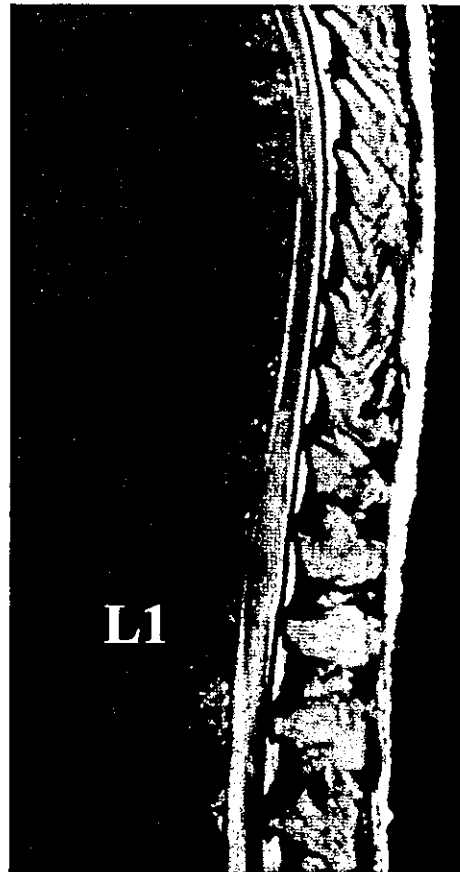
MRI of spinal cord on the 12th hospital day. T2 weighted image (1.5 tesla, TR/TE: 3,000/80 msec) showed a swelling of spinal cord from lower thoracic to lumbar level.
